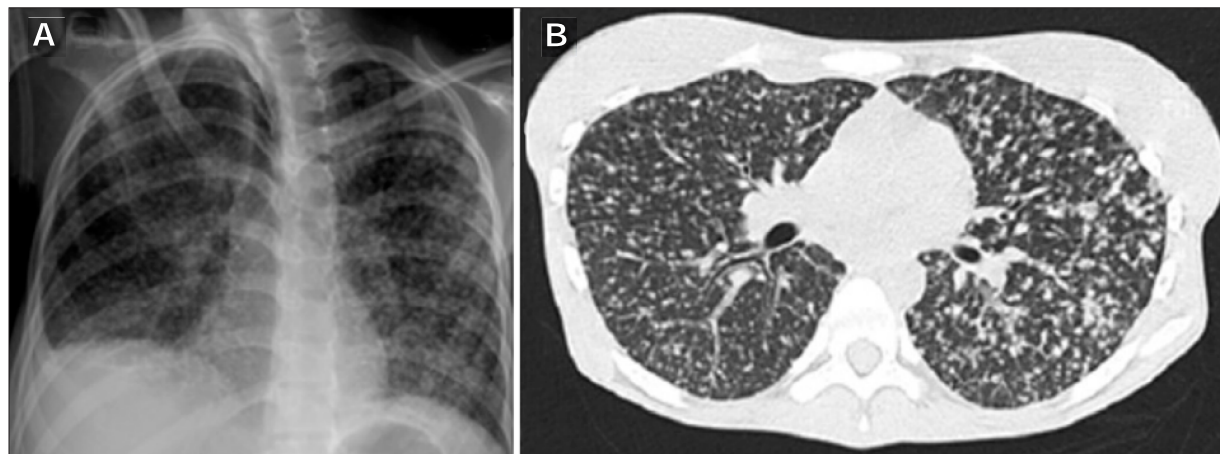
Patrón intersticial micronodular difuso bilateral. (A) Radiografía de tórax. (B) Tomografía computarizada de tórax.
